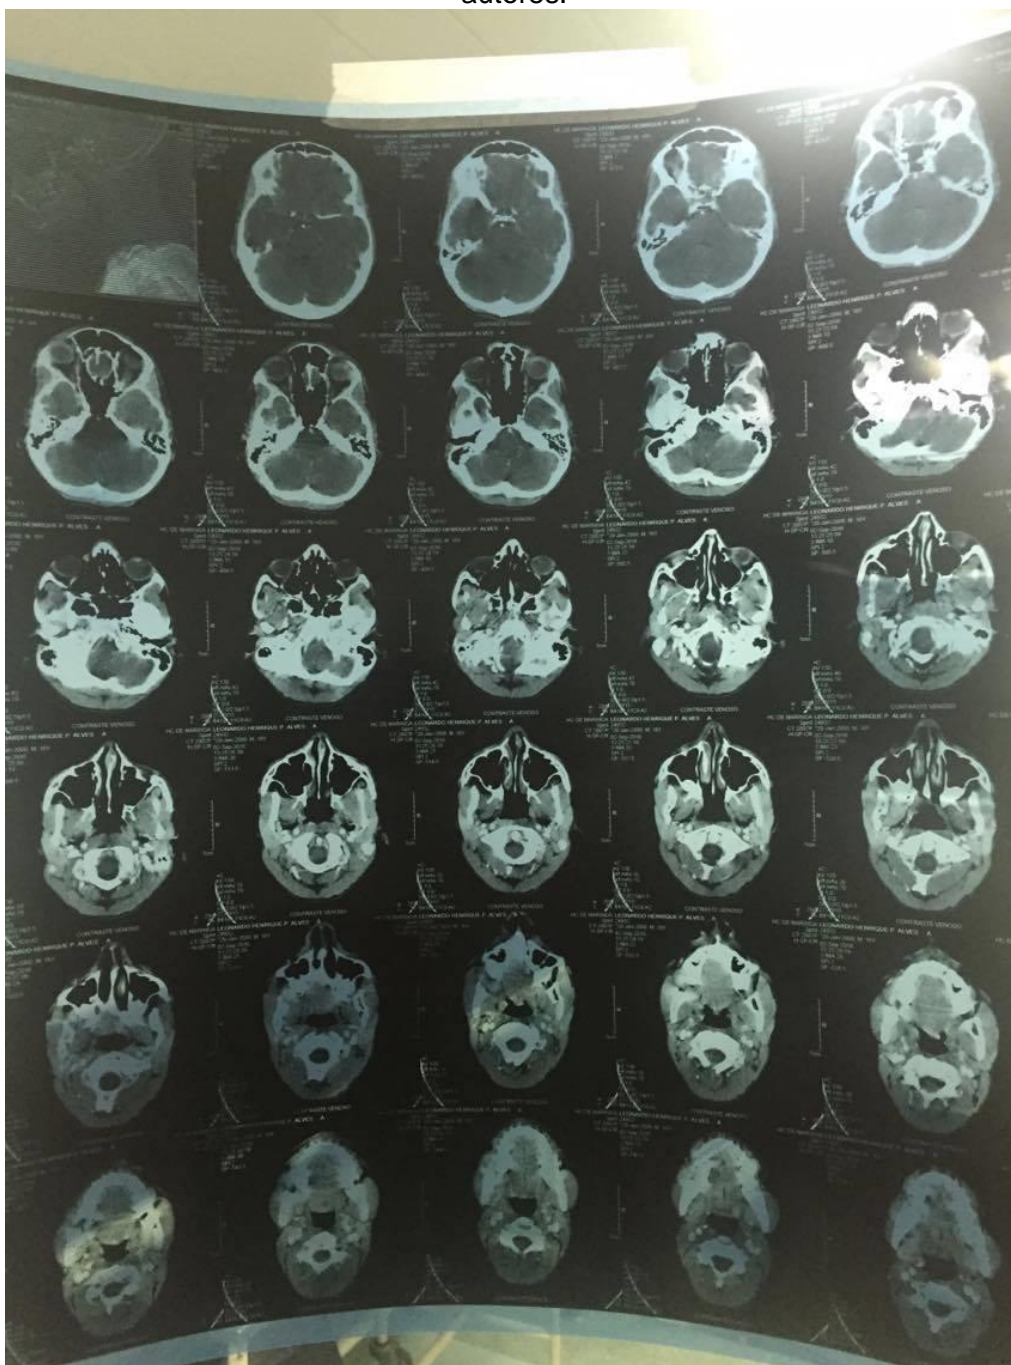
Tomografia. Fonte: os autores.
